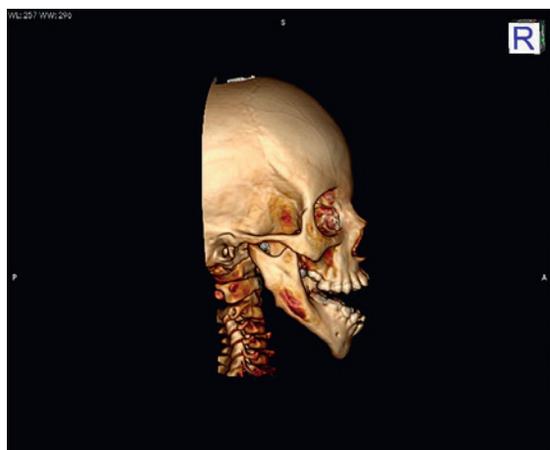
КТ после первой операции. Трехмерная реконструкция черепа. Сохраняется сочетанная деформация челюстей
